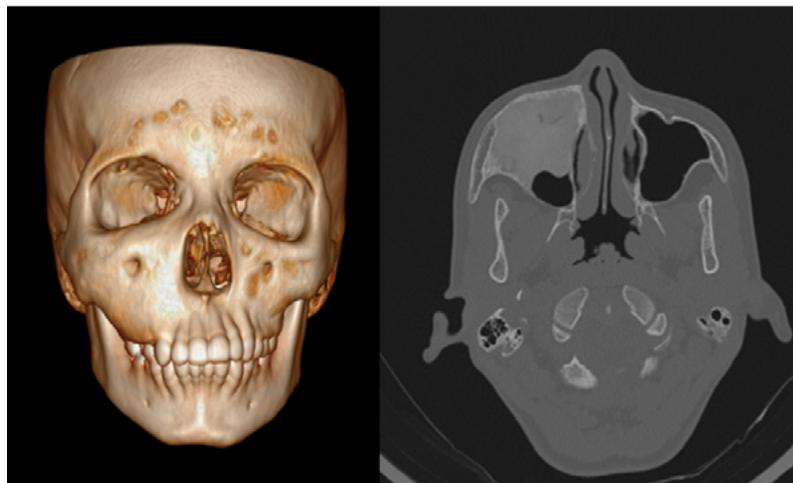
Tomografía de cráneo 3D y tomografía axial de senos paranasales con ventana ósea.
